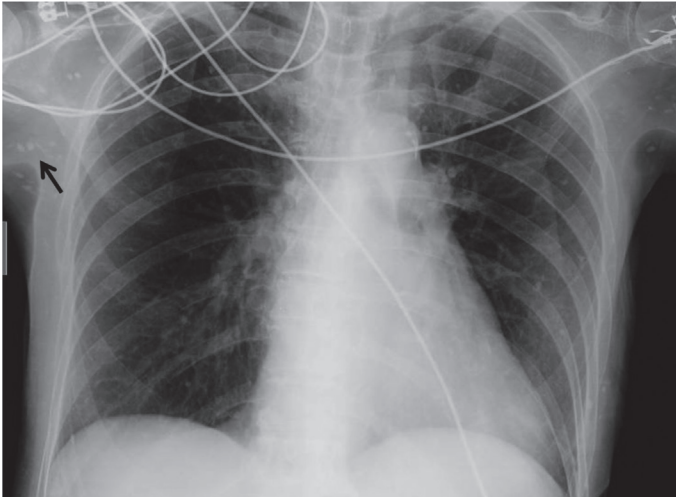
Radiografia do torax: calcificações nas fibras musculares
